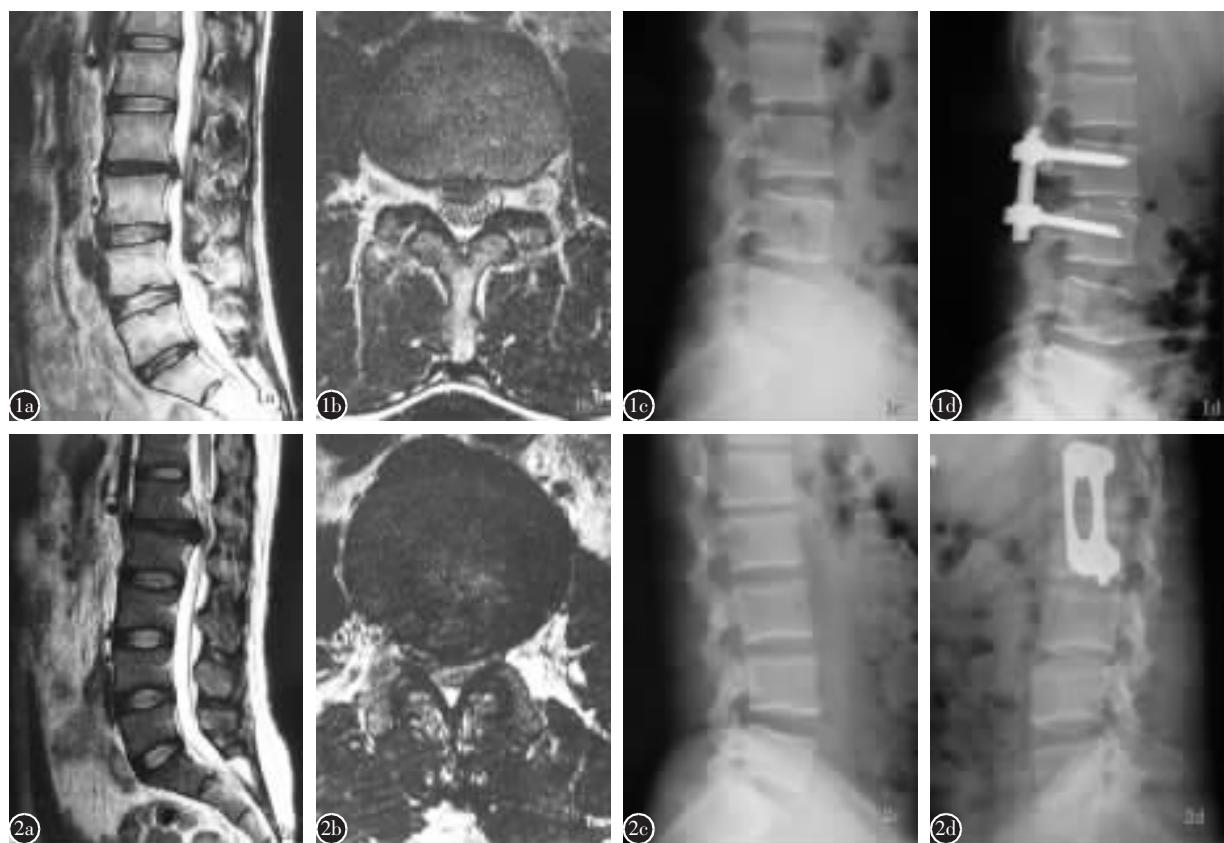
a、b 术前腰椎MRI检查示L2/3椎间盘突出,压迫脊髓
